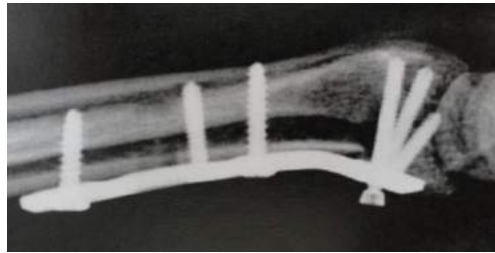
Radiografia em P, com oito semanas, evidenciando a soltura do parafuso.
